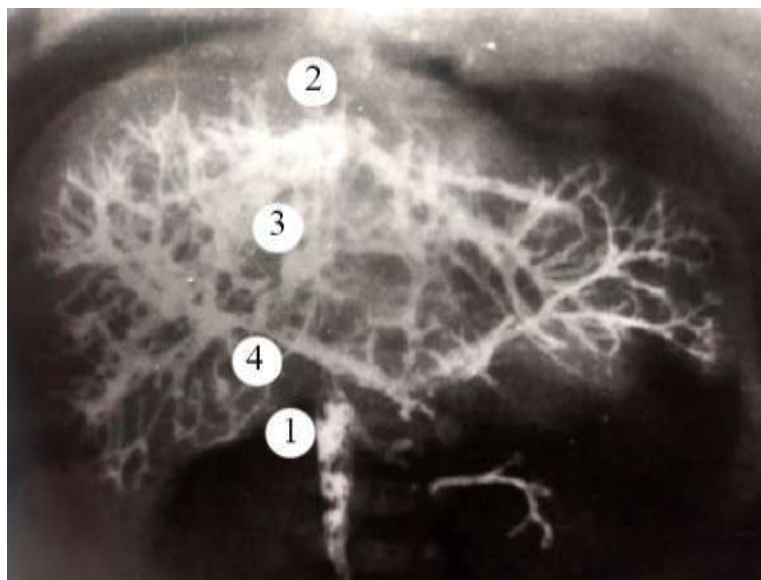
Контрастна рентгенограма венозних судин печінки у дитини грудного віку. Фоторентгенограма. 3б. $\times 2,7$:
